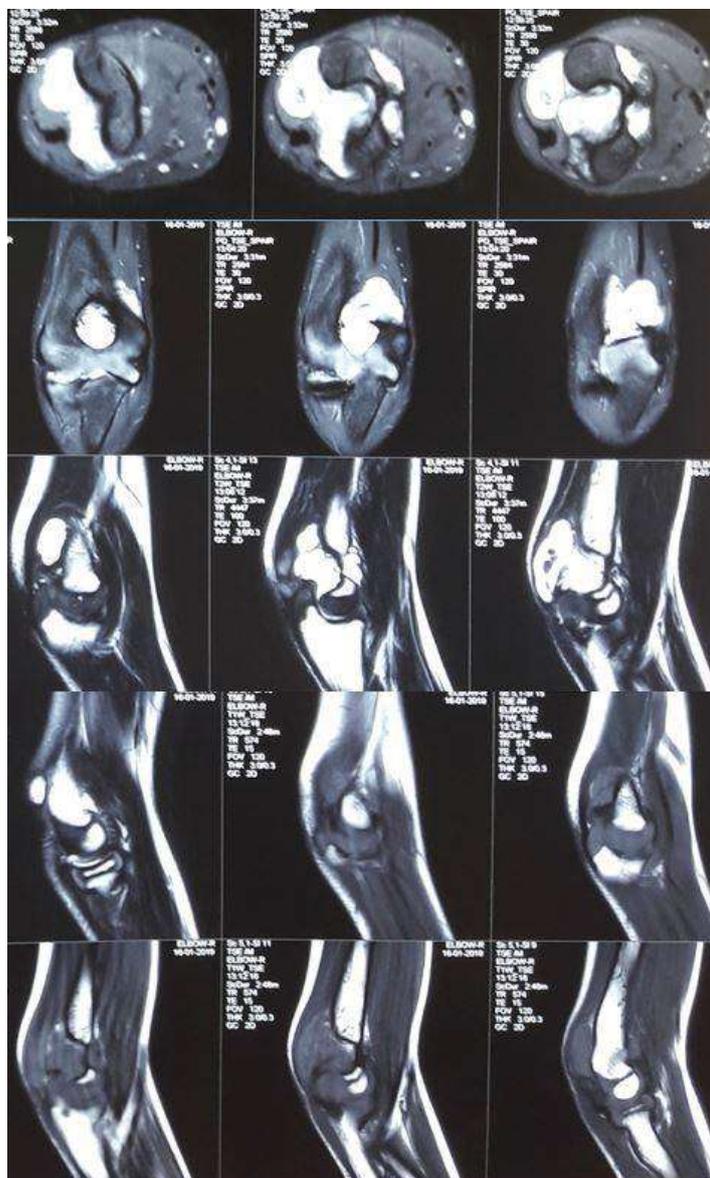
Магнитно-резонансная томография локтевого сустава при поступлении
